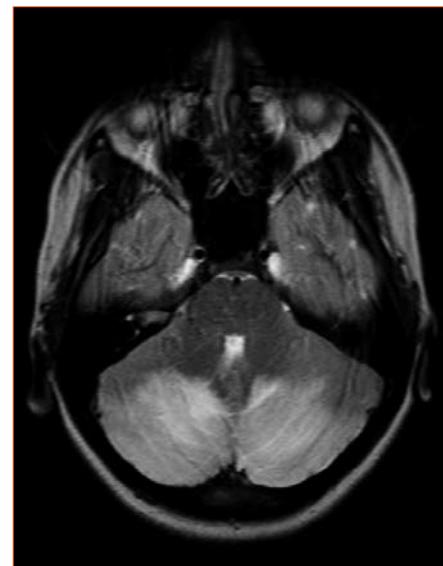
RM cerebral. Corte axial ponderado en T₂ que evidencia un aumento del volumen con hiperseñal difusa de ambos hemisferios cerebelosos debido al edema.
